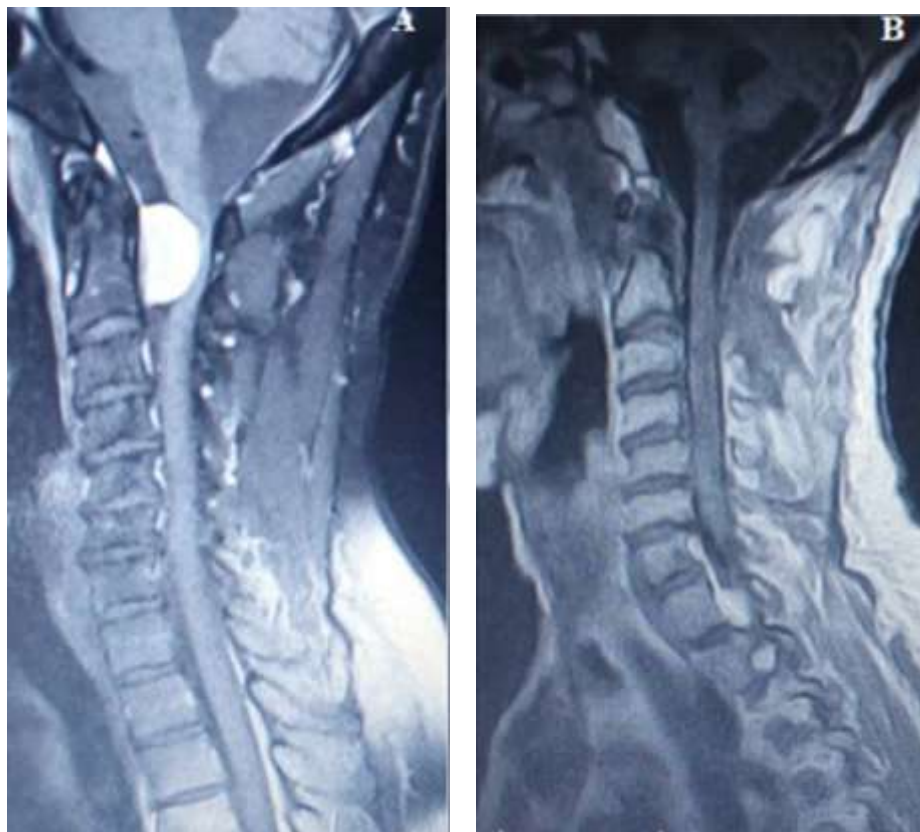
IRM médullaire cervicale en préopératoire (A) et en postopératoire (B), montrant une exérèse tumorale complète d'un méningiome cervical [88].
